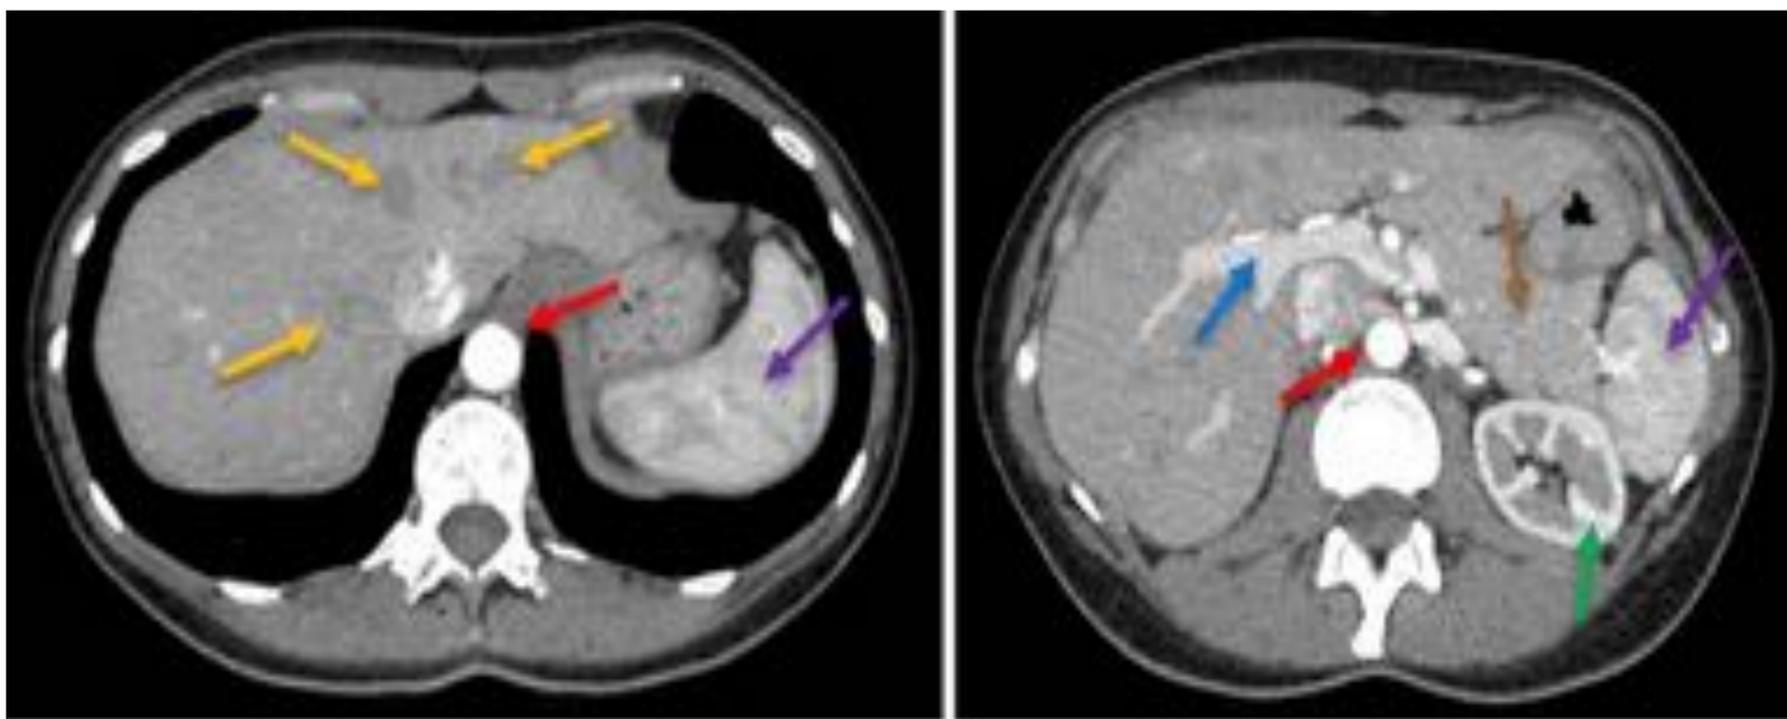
Cortes axiales de TC abdominal con contraste iv en fase arterial tardía. Contraste en la aorta (flechas rojas), bazo atrigrado (flechas moradas), realce del páncreas (flecha marrón), de la corteza renal externa (flecha verde) y de la vena porta (flecha azul), pero no de las venas suprahepáticas (flechas amarillas).
